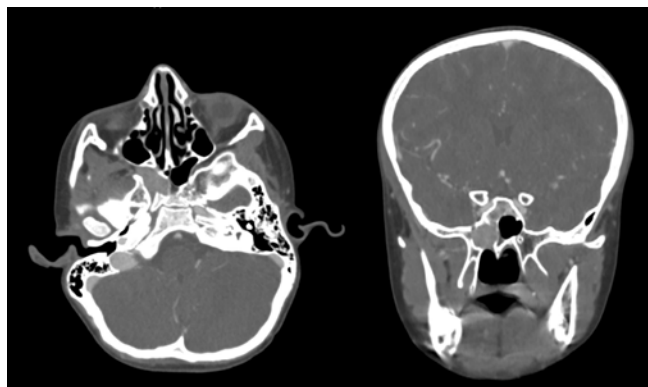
МСКТ головы с к/у до оперативного лечения: экстраназофарингеальная ангиофиброма в области клиновидной пазухи с разрушением основания клиновидного отростка.
